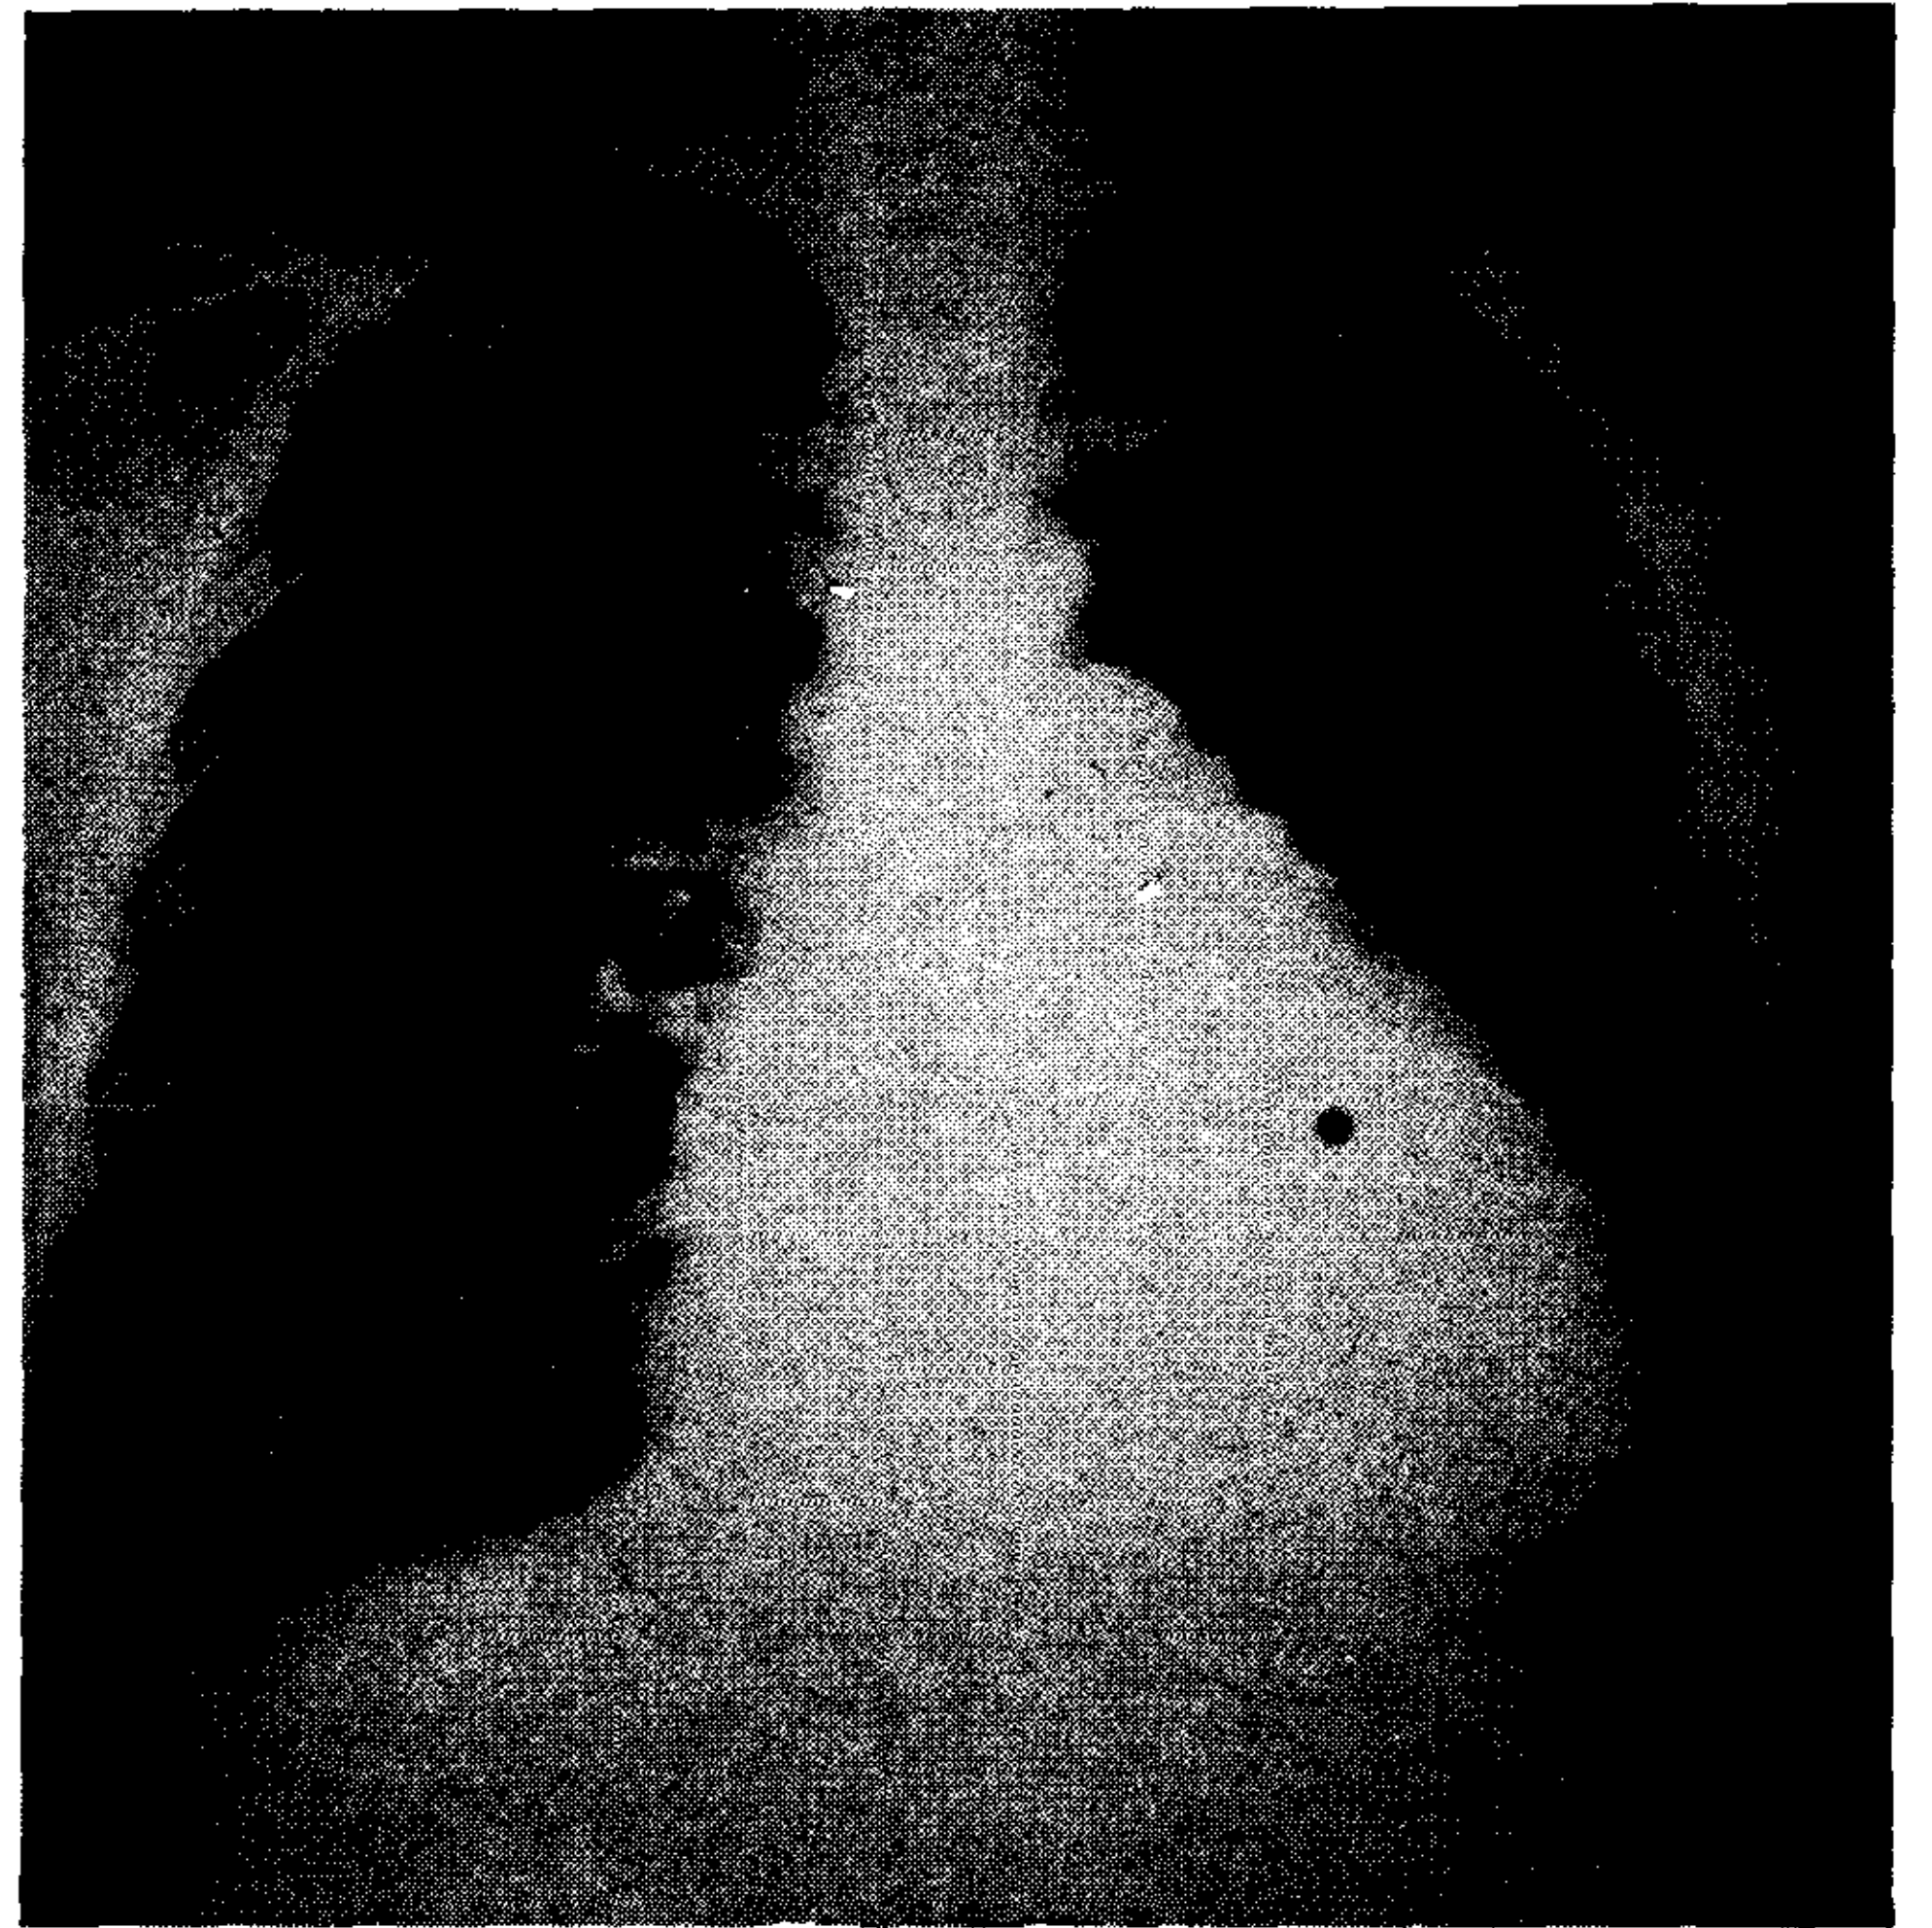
Radiografía de tórax de ingreso. Marcada cardiomegalia a expensas del arco inferior izquierdo.
